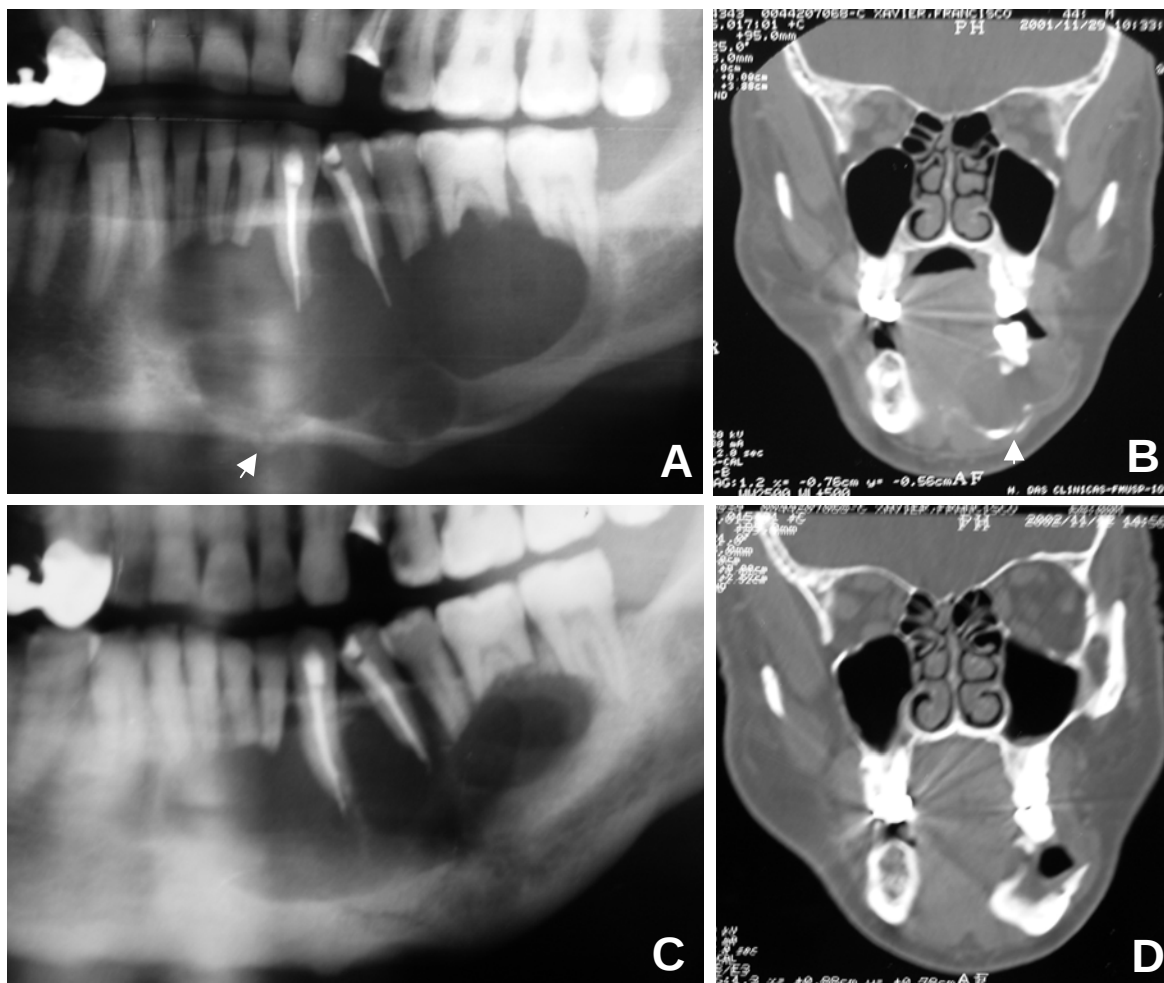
Ameloblastoma multicístico (caso 7). A. Radiografia panorâmica mostra imagem multilocular com extensa loja radiolúcida e fratura patológica (seta) na base da mandíbula B. Tomografia computadorizada (corte coronal-janela óssea) confirmando presença da fratura (seta). C. Radiografia panorâmica após 11 meses da descompressão evidencia consolidação da fratura patológica e diminuição do tumor intra-ósseo. D. TC comprovando achados de (C).
